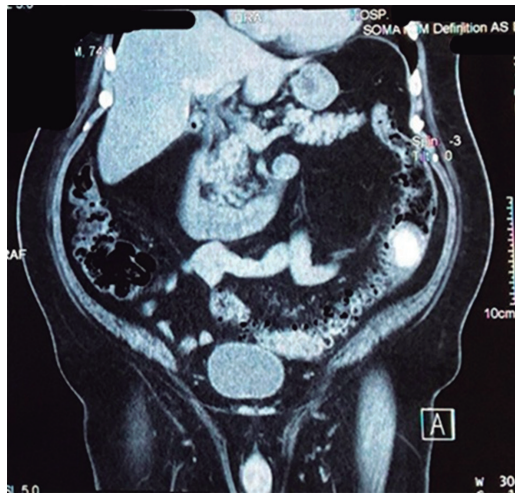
Tomografía abdominopélvica contrastada. Se observa lito impactado a nivel de colon sigmoide, engrosamiento focal de pared colónica adyacente al mismo, enfermedad diverticular sigmoidea no complicada, vesícula biliar con paredes irregulares y parcialmente colapsada, en íntimo contacto con la flexura hepática del colon.
